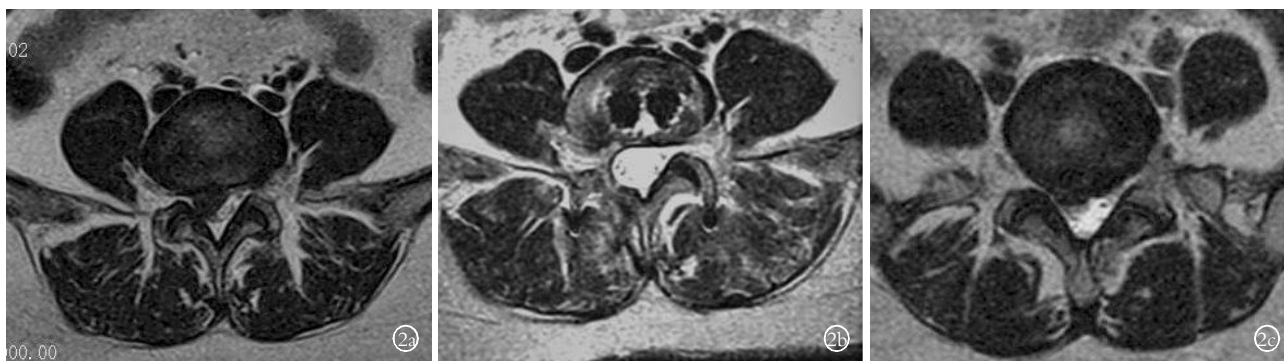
手术前及术后 12 个月多裂肌轴位 MRI 变化(右侧为减压侧,左侧为非减压侧) 2a, 2b. 肌间隙入路组: 46 岁女性患者, 行 L_{4,5} 小切口 TLIF 术(2a 为术前, 2b 为术后 12 个月; 右侧为肌内入路, 左侧为肌间隙入路)。肌间隙入路侧多裂肌净横截面积减少和脂肪化较对侧轻 2c, 2d. 肌内入路组: 42 岁女性患者, 行 L_{4,5} 小切口 TLIF 术(2c 为术前, 2d 为术后 12 个月), 多裂肌萎缩和脂肪化两侧无明显差异
